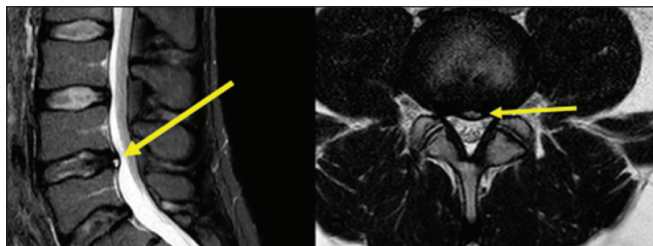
МРТ пояснично-крестцового отдела пациента П., 54 лет. В T2-режиме определяется ЗВИС в МПД L₅–S₁ (указана стрелками), которая может соответствовать концентрической ТФК
